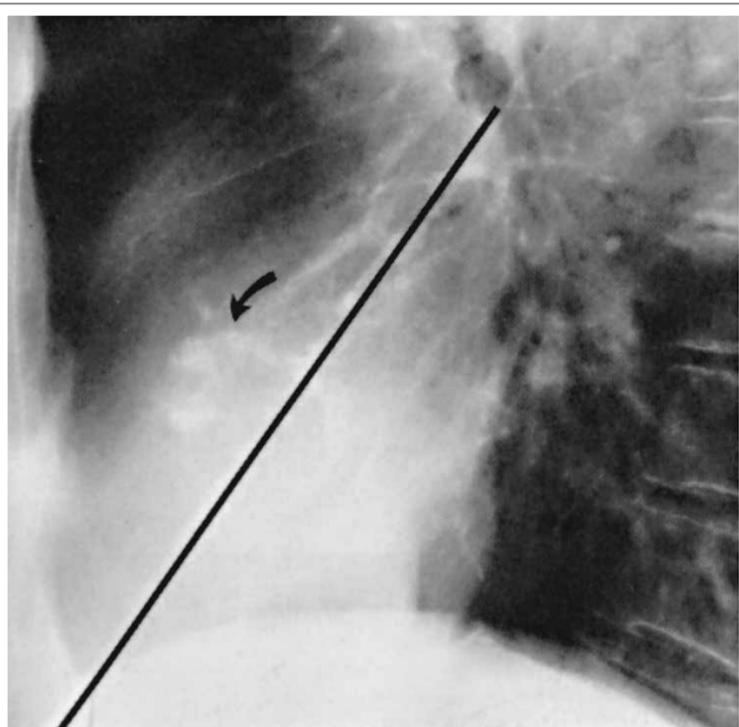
Radiografia de tórax na estenose aórtica. Observe a calcificação valvar. A linha traçada entre o hilo pulmonar e o ângulo costofrênico anterior facilita descobrir qual é a valva calcificada. O que está adiante da linha é a valva aórtica; o que está atrás da linha é mitral.
